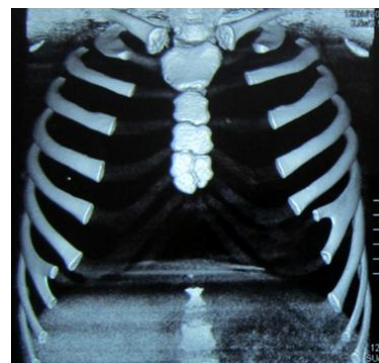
Imaginea TC la un elev de 12 ani cu scolioză gr. I, bifurcarea coastei VII pe dreapta și VI pe stânga.
